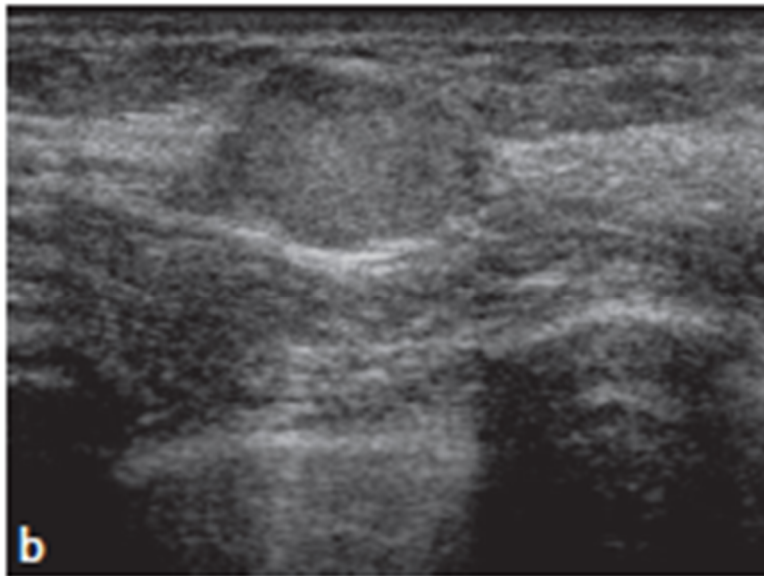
Échographie mammaire : Masse avec des contours flous, un contenu écho-gène avec un discret renforcement postérieur.
